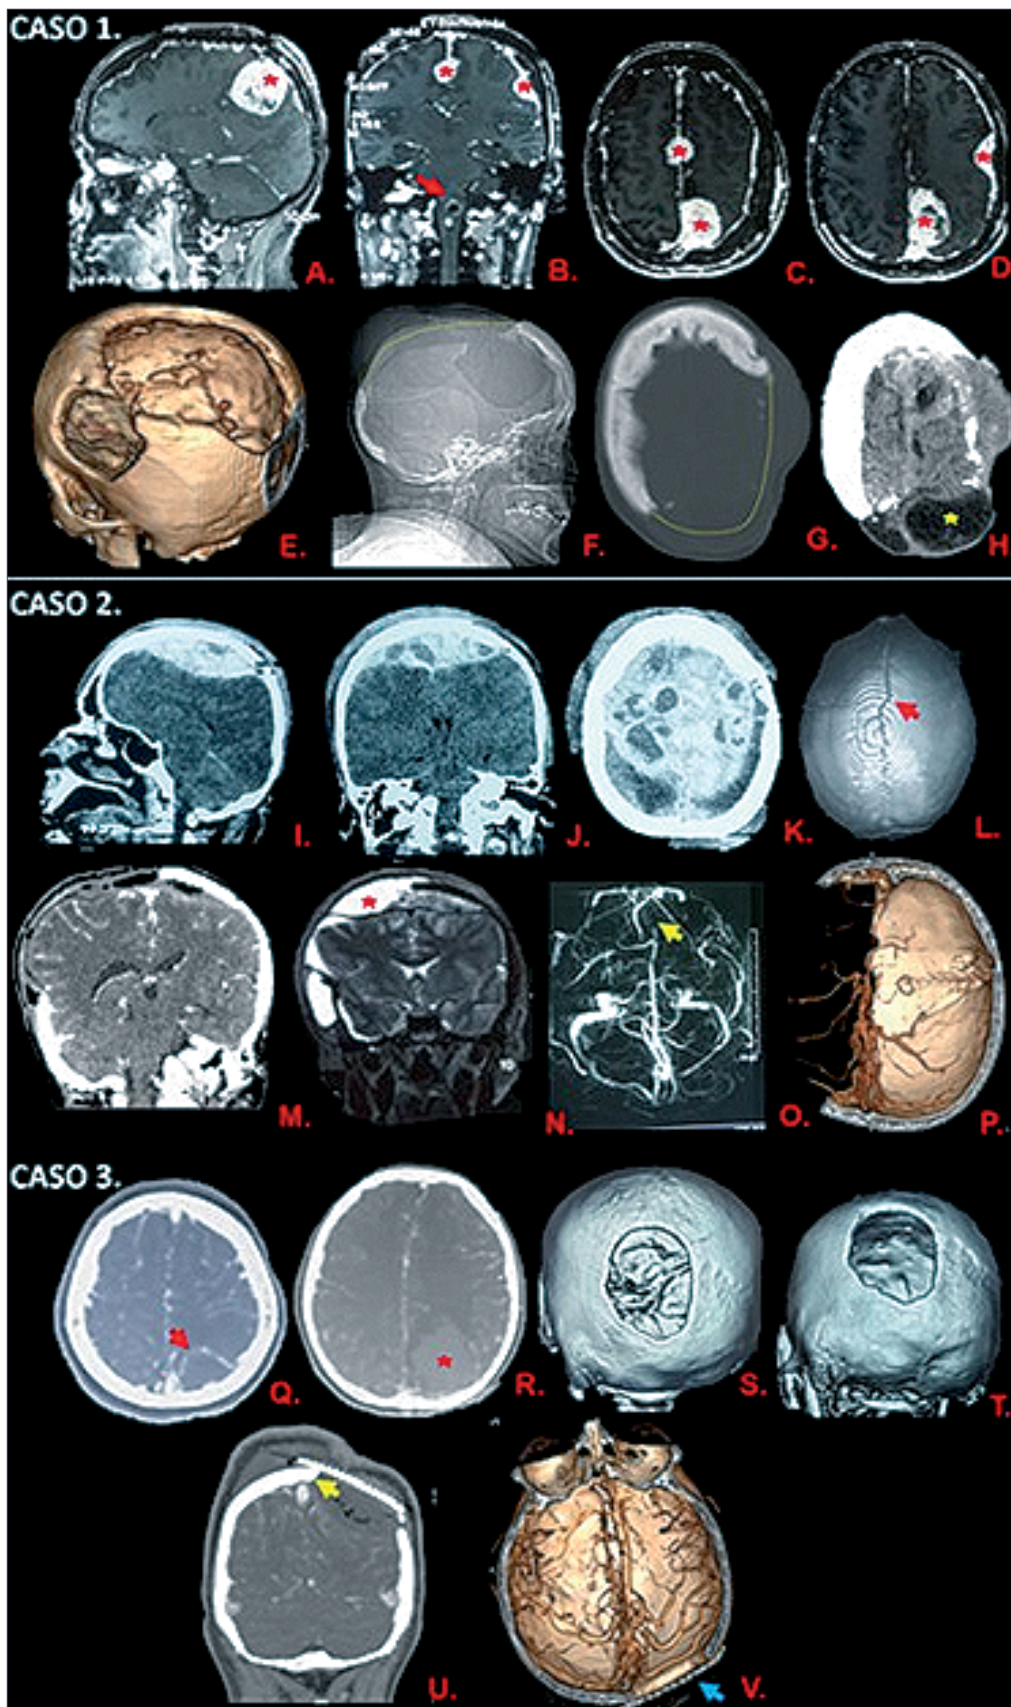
Caso 1: A-D: Meningiomas múltiples: parasagitales, de la convexidad, falcinos y tentoriales (asterisco rojo) que realzan el contraste en la RMN, glioma del tronco (flecha roja) y schwannomas bilaterales. E-H: Estigmas postquirúrgicos y faltante óseo parasagital (líneas entrecortadas amarillas), colección de LCR (asterisco amarillo). Caso 2: I-L: Trauma del SSS, hematoma epidural y fractura del vértex (flecha roja). M-P: faltante óseo de línea media. Colección de LCR (asterisco rojo), trombosis postoperatoria del SSS (flecha amarilla). Caso 3: Q-R: Hemorragia por MAV (asterisco rojo), vena de drenaje con defecto de llenado posiblemente por presencia de GAP (flecha roja) S-V: Estigmas postoperatorios de craneotomía parasagital, Borde óseo a nivel del SSS tercio posterior (flecha amarilla), faltante óseo parasagital cubierto por craneoplastia (flecha celeste).
